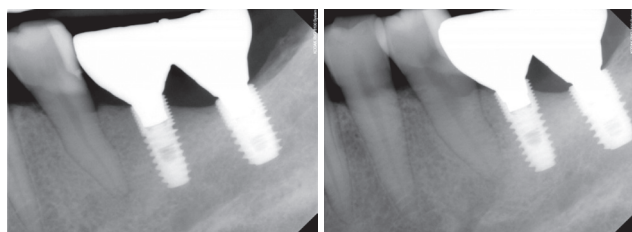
Fourteen-month follow up. Horizontal shift periapical view.
